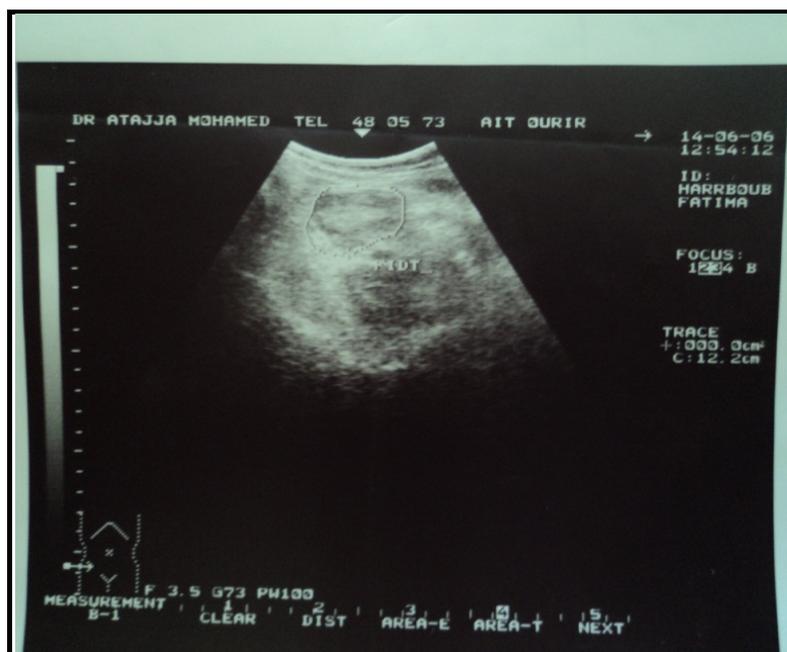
coupe échographique montrant une image d'abcès appendiculaire.
